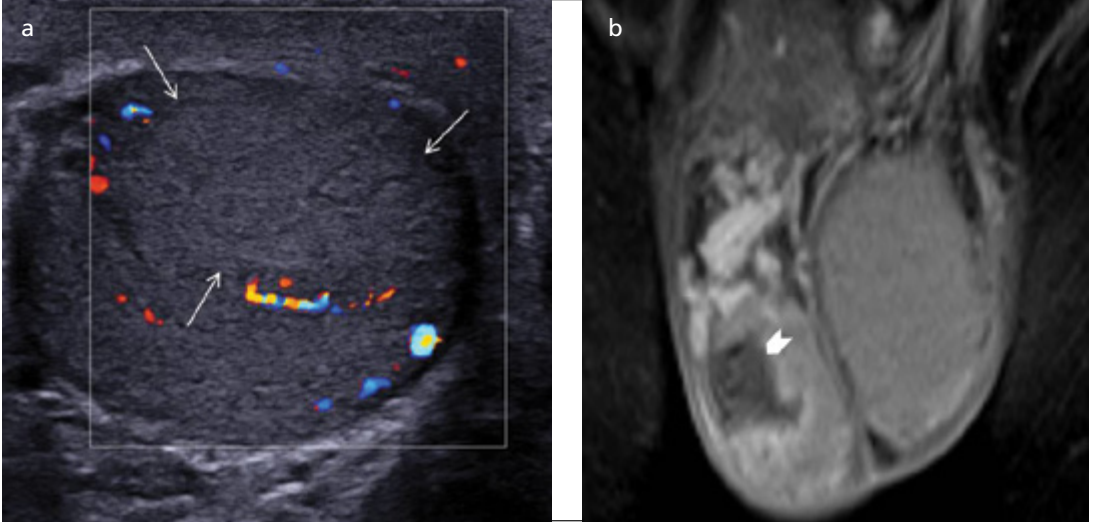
Wegener granülomatozuna ait vaskülitik tutulumun sonografik görüntüsü. Testiste santrali nekrotik, periferi hipoekoik kitle görünümü (patoloji: nekrotizan granülomatoz iltihap).
